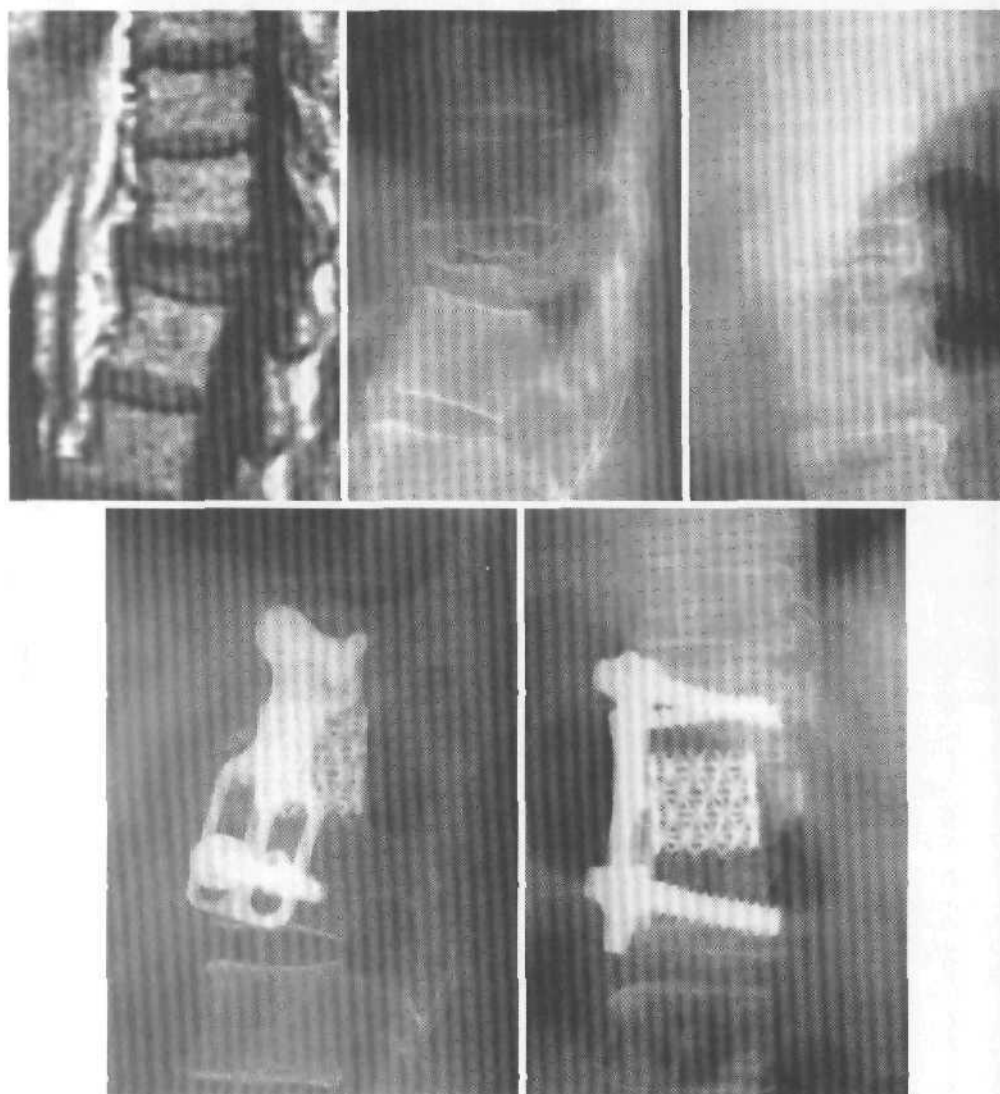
МРТ, боковые и фронтальные спондилограммы у больного с компрессионным осложненным переломом тела T_{XII} . Операция: вертебротомия тела T_{XII} , стабилизация сегментов T_{XI} — L_I с помощью полого межтелового имплантата и переднебоковой пластины.
